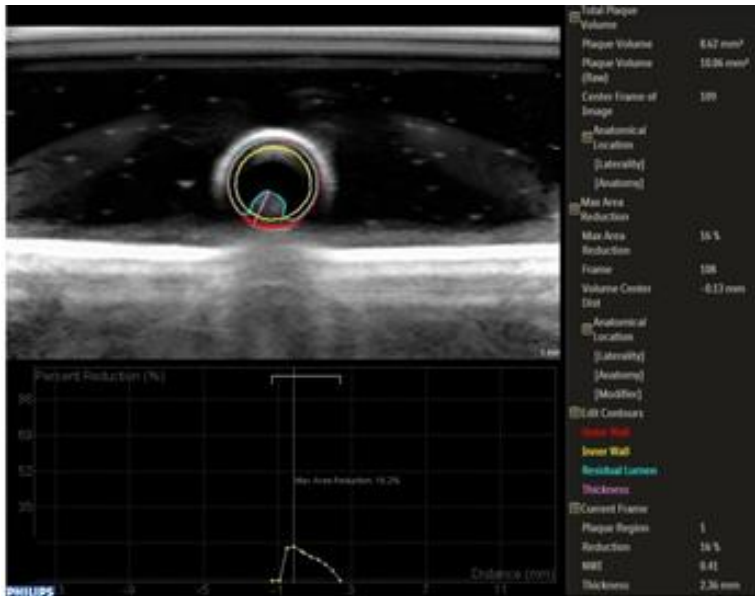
Análisis de las imágenes de ecografía vascular 3D de un fantoma
